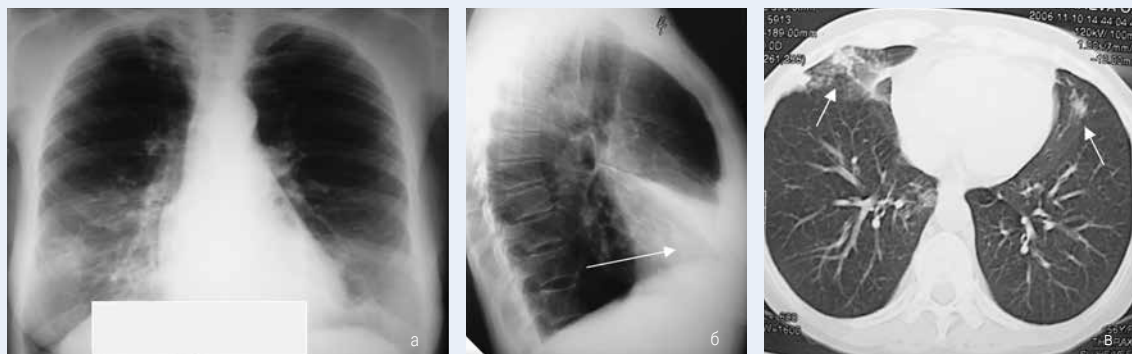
Больная Ш.46 лет. СПИД. Инфильтративный туберкулез средней доли, специфический очаг в С5слева: а – прямая рентгенограмма, б - боковая рентгенограмма, в - СКТ. Инфильтрация средней доли и С5 левого легкого
